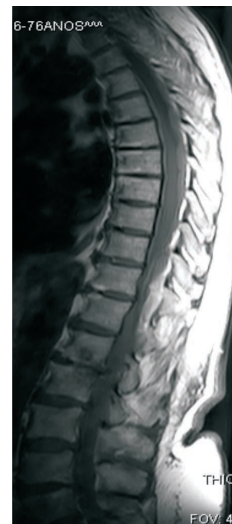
RM em T1 mostra coleção com sinais heterogêneos e áreas de hipersinal.
